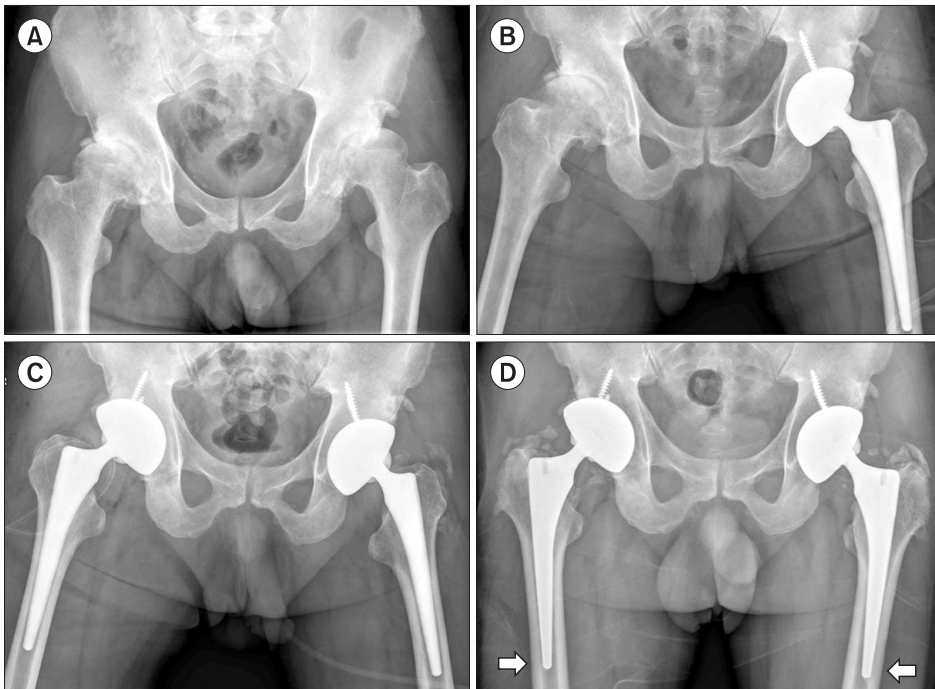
(A) Preoperative anteroposterior radiograph of a 55-year-old male with osteoarthritis of both hip joints. (B) Postoperative radiograph shows good stem position and canal fit hip left. (C) Two months later, postoperative radiograph shows an ideal stem position and canal fit hip right. (D) At postoperative six years, anteroposterior radiograph shows good bony fixation of the femoral stem. Bone ongrowth was noted (arrows).
